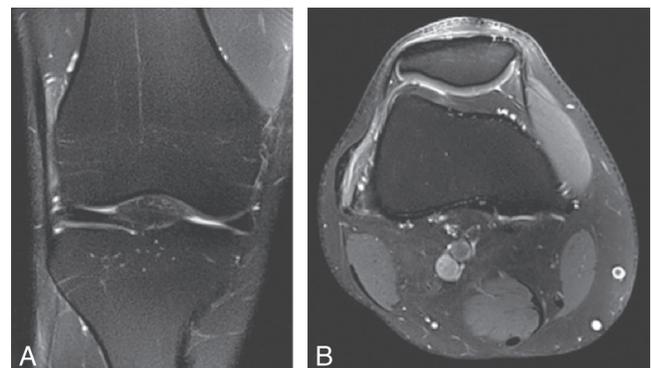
Syndrome de la bandelette iliotibiale (syndrome de l'es-sue-glace) – IRM séquence T2. Épaississement de la bandelette iliotibiale et hypersignal en T2 du tissu adipeux profond.
